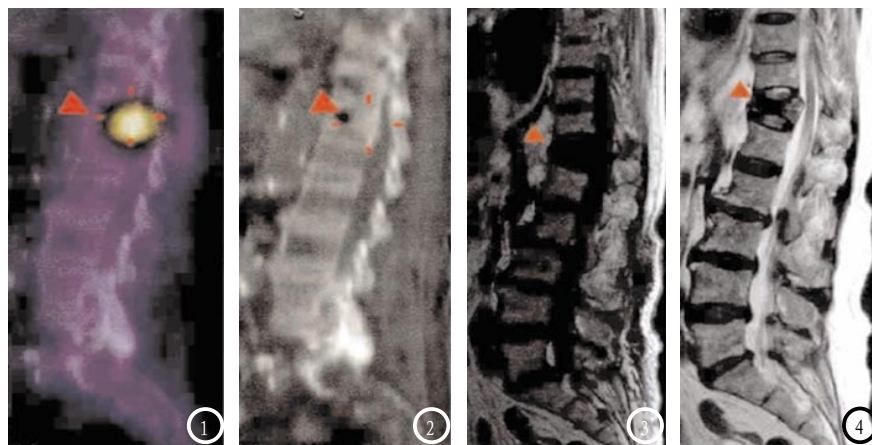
图1为MRI矢状面T₁WI；图2为矢状面T₂WI。图3为CT矢状面融合成像；图4为矢状面CT重建图像。
